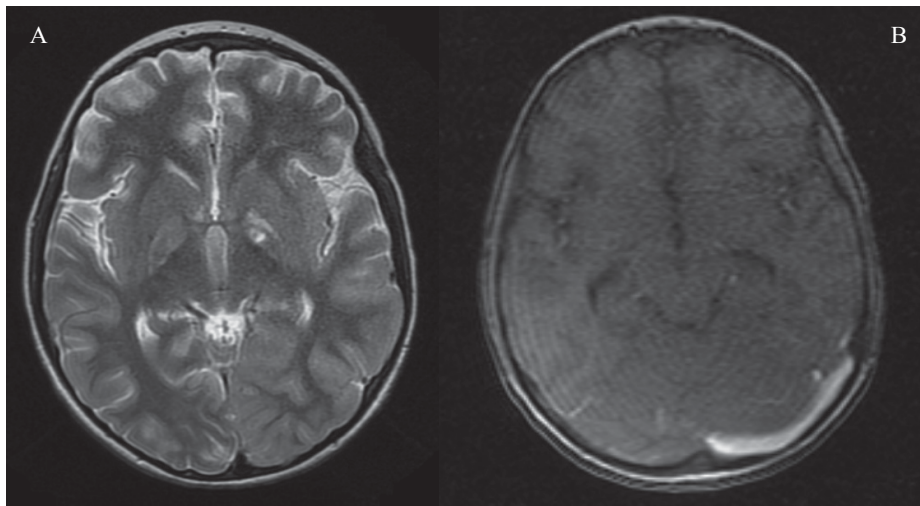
Resonancia magnética nuclear cerebral simple contrastada. A) axial T2, hiperintensidad bilateral simétrica de globus pallidus de predominio izquierdo compatible con evento isquémico. B) axial T1 contrastada, se evidencia ausencia de paso del medio de contraste a nivel del seno venoso transverso derecho.
